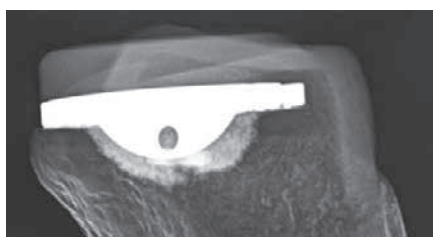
Röntgenbild av figur 4a
